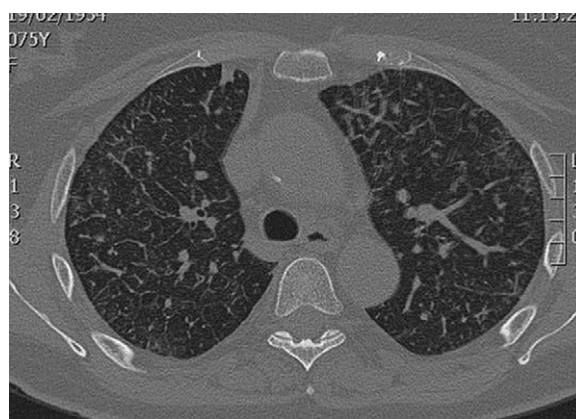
TAC: patrón intersticial reticulonodular parcheado de predominio en lóbulos superiores.
